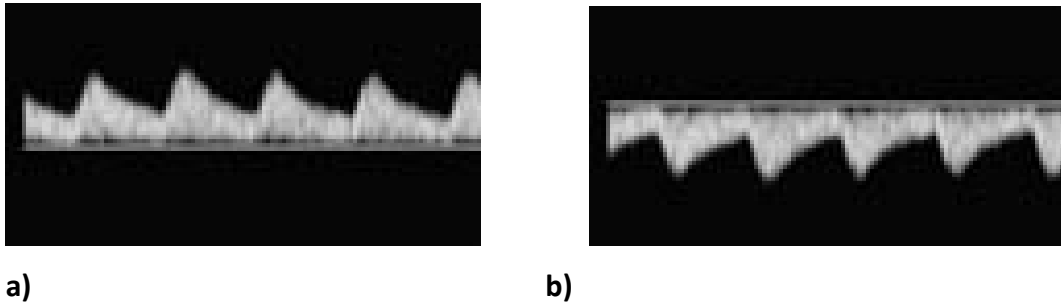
Dopplerov princíp
